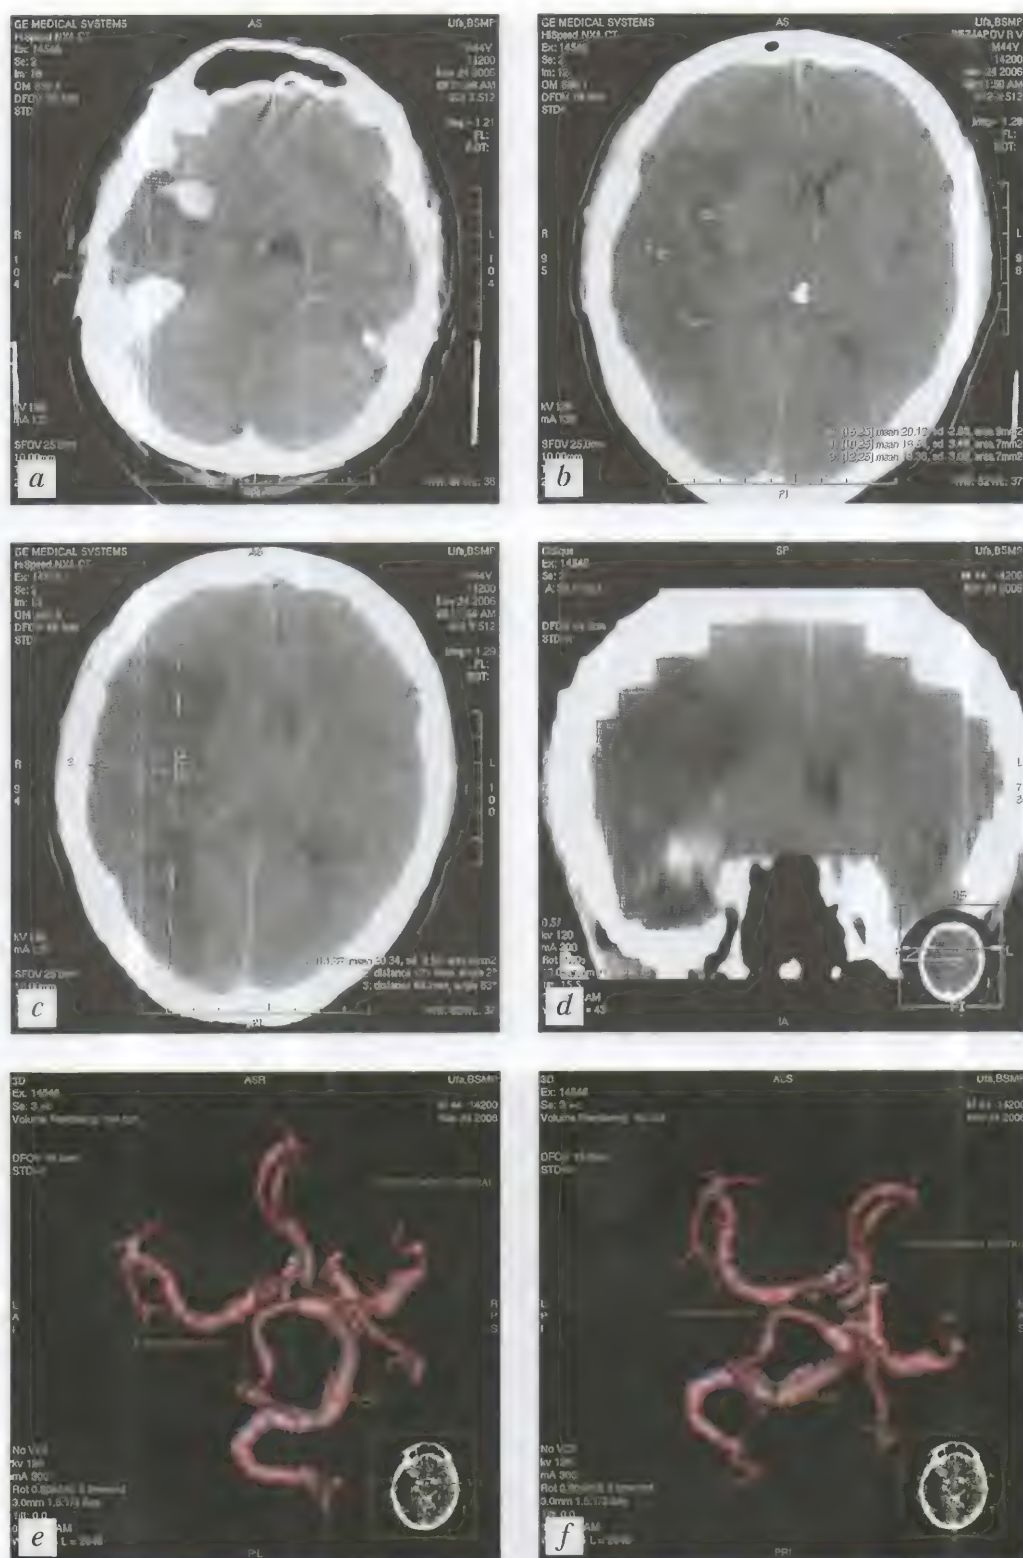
Больной Р., 44 года. Территориальный инфаркт в бассейне правой средней мозговой артерии. Частично тромбированная аневризма правой средней мозговой артерии. КТ — *a-d*; СКТА — *e, f*
